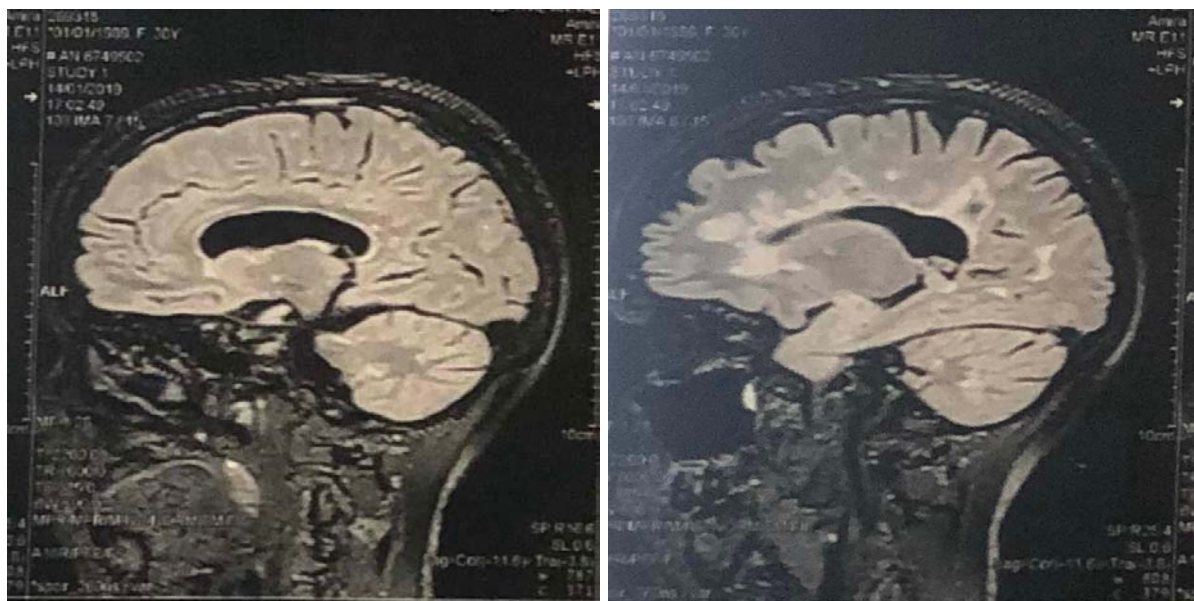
a et b. IRM cérébrale, coupes axiales, séquences T2 montrant de multiples hypersignaux, bilatéraux et asymétriques, nodulaires au niveau du centre semi-ovale et de la substance blanche périventriculaire.
